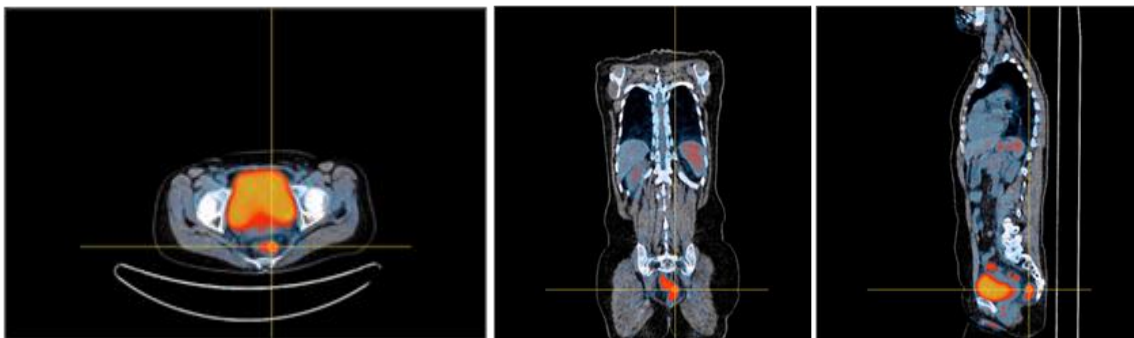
Cortes axiais, coronais e sagitais de ^{18}F -FDG PET/CT, obtida em fase pós-radioterapia externa e pré-braquiterapia. Podemos apreciar uma captação residual sobre o foco primário, uma bexiga em repleção e intensa captação pelo recto.
